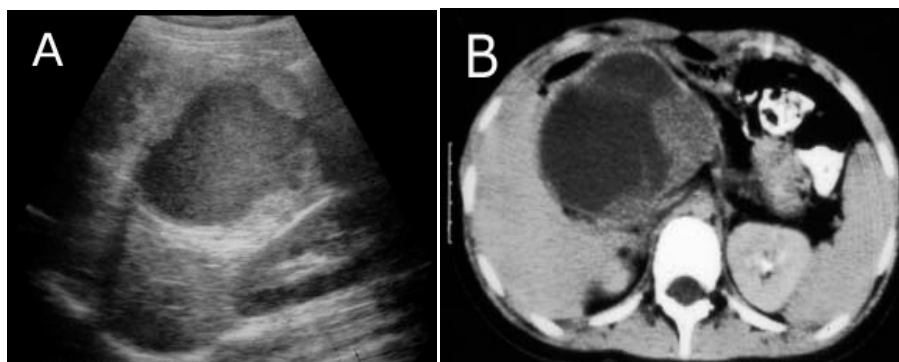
Mujer usuaria de ACO que consulta por dolor abdominal y masa palpable. A- Ecografía abdominal: masa del LD del hígado, sólida con una gran área quística en el centro, con ecos de baja intensidad que corresponde a sangre. B- TAC de abdomen: masa de similares características que confirma el contenido líquido de la lesión sólida que aparece hipodensa y que corresponde a sangre.
